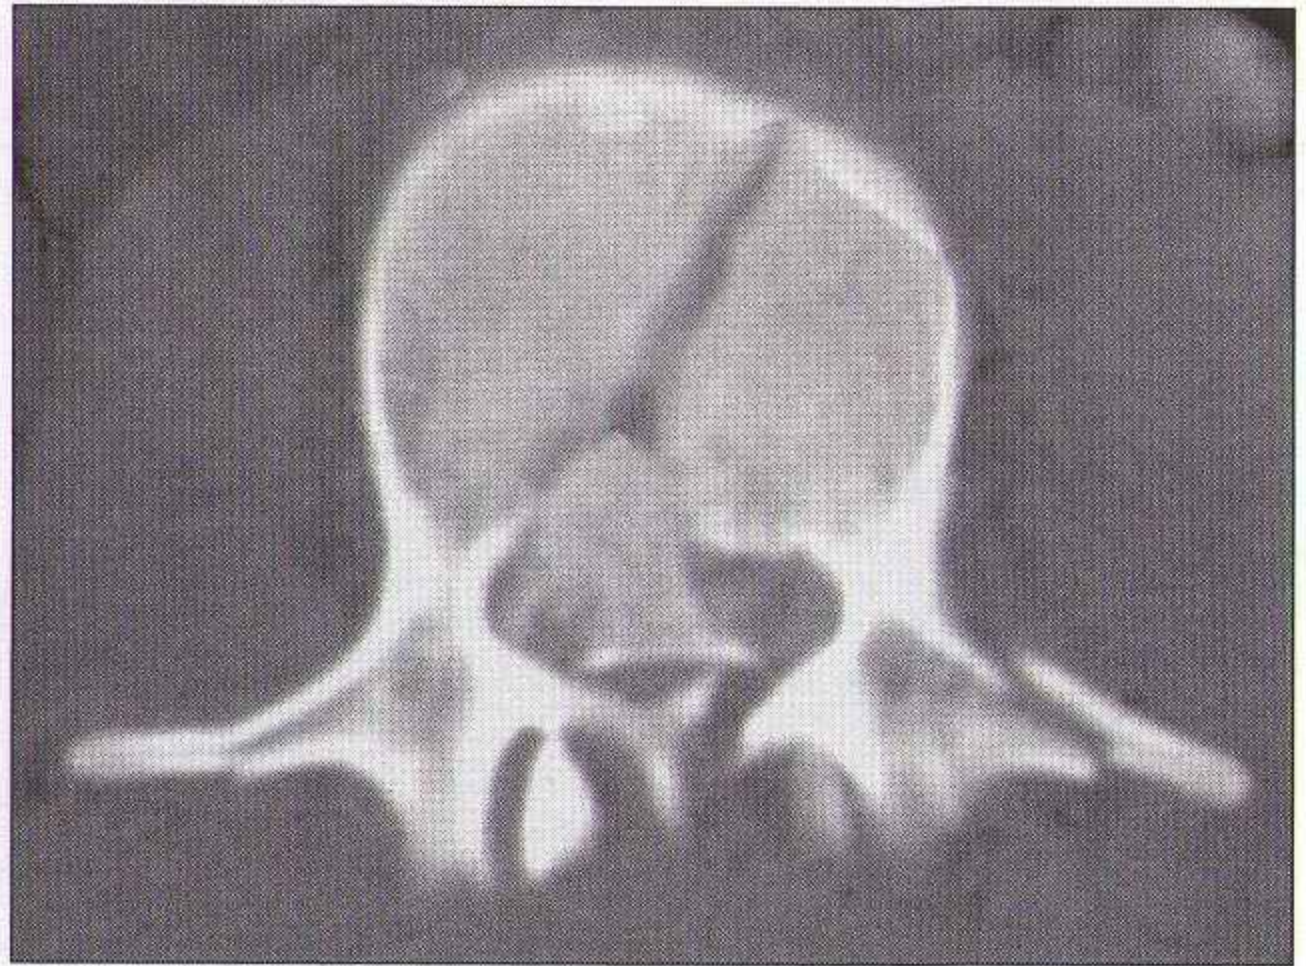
Fracture du corps de L1. Les radiographies montrent une rupture de deux des trois colonnes : lésion instable. Le scanner montre une atteinte des trois colonnes. Un gros fragment provenant de la colonne moyenne est en situation intracanalair. Fractures transversaires associées.*
